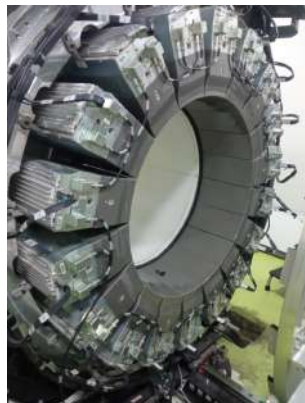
Composante d'un système PET
